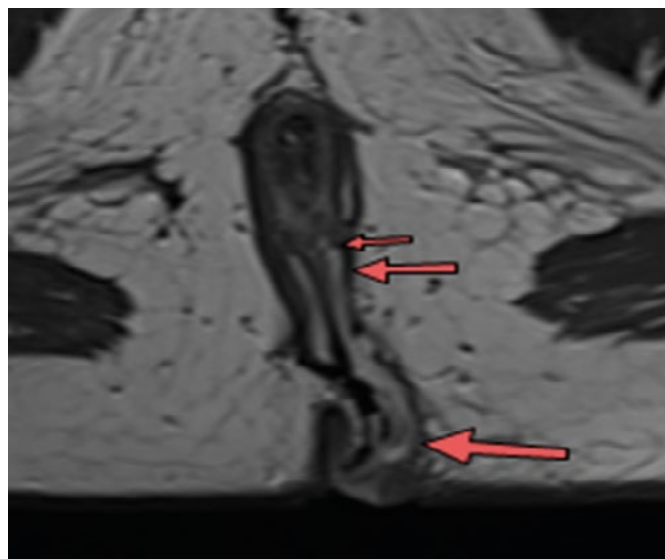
Homme 22 ans coupe IRM axiale T2 Petite flèche : orifice interne ; flèche moyenne : partie inter et trans sphinctérienne ; grande flèche : partie externe
